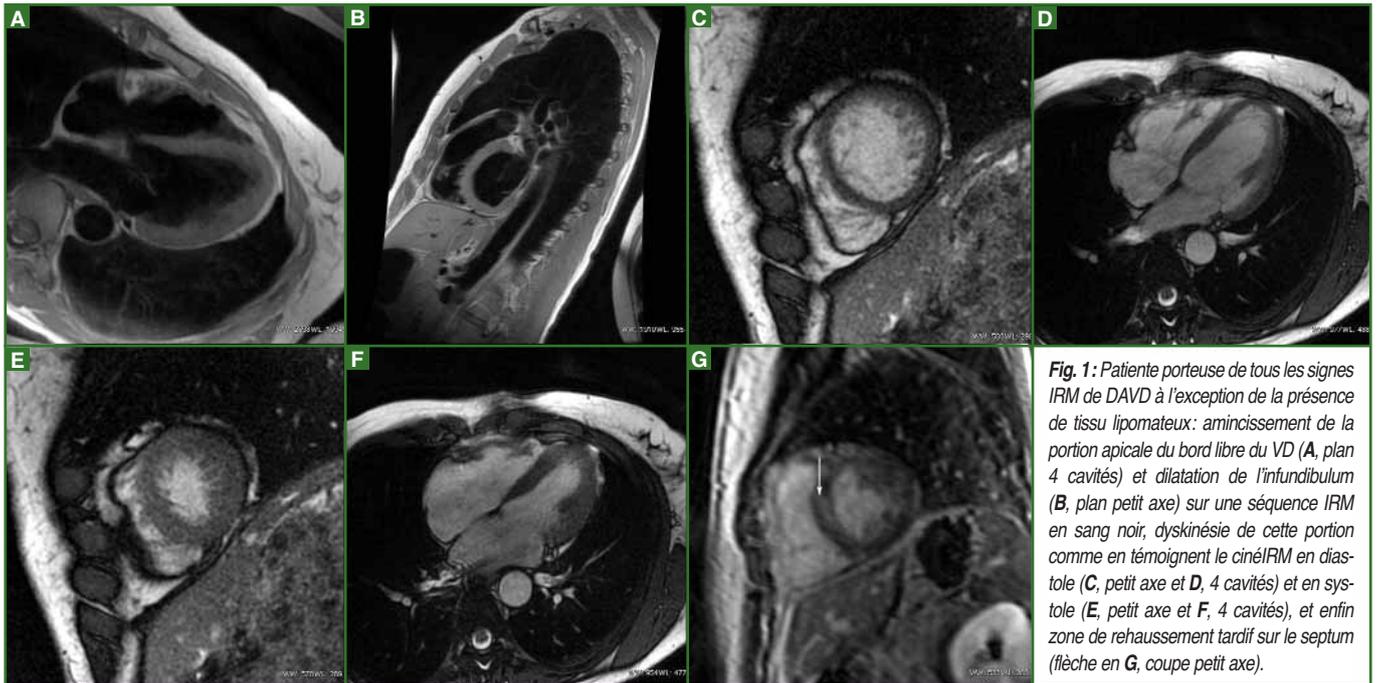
Patiente porteuse de tous les signes IRM de DAVD à l'exception de la présence de tissu lipomateux: amincissement de la portion apicale du bord libre du VD (A, plan 4 cavités) et dilatation de l'infundibulum (B, plan petit axe) sur une séquence IRM en sang noir, dyskinesie de cette portion comme en témoignent le cinéIRM en diastole (C, petit axe et D, 4 cavités) et en systole (E, petit axe et F, 4 cavités), et enfin zone de rehaussement tardif sur le septum (flèche en G, coupe petit axe).
